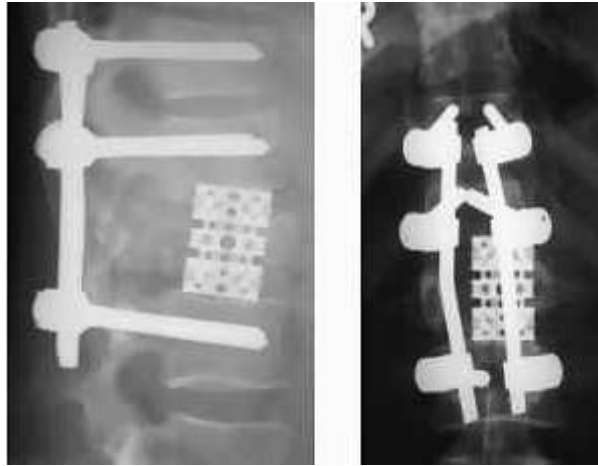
Röntgenaufnahme eines Fixateur interne mit Wirbelsäulen-Cage [Weidt 2010]
